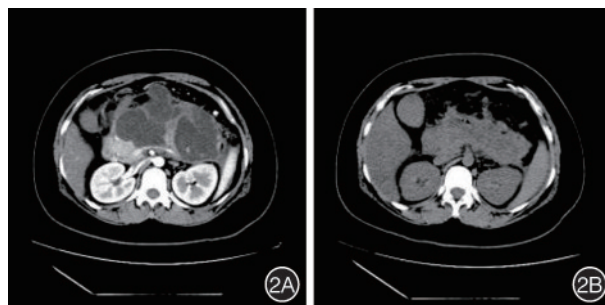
感染性胰腺坏死的内镜超声引导下 Hot AXIOS 治疗效果 2A:术前腹部 CT,包裹性坏死形成;2B:术后 1 d 腹部 CT,包裹性坏死明显缩小
